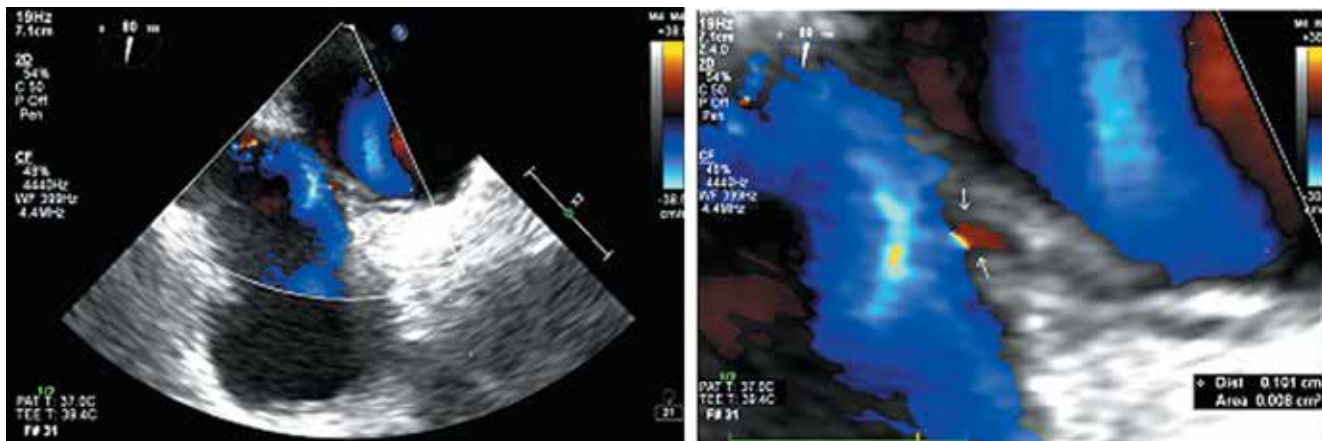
Чреспищеводная эхокардиография от 08.04.2023 с пузырьковой пробой: признаков внутрисердечного тромбоза, включая ушко левого предсердия, не выявлено. Эхо-признаки открытого овального окна
